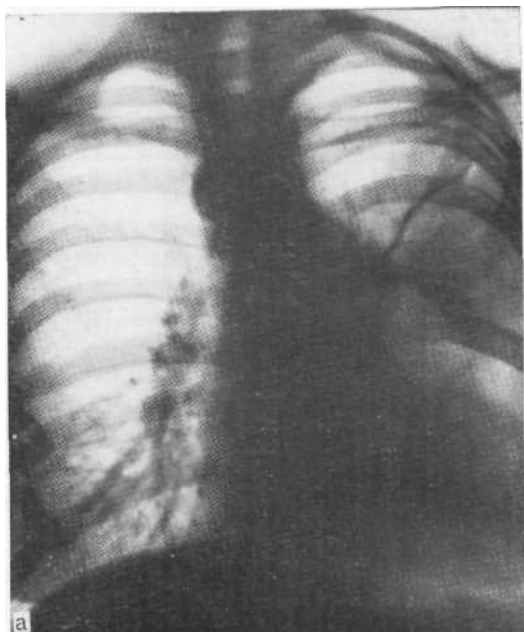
Обзорная рентгенограмма (а) и томограмма в боковой проекции (б). Округлое затемнение с резкими контурами, примыкающее к передней поверхности грудной стенки и образующее с ней тупые углы. Расплывчатые контуры и малая интенсивность затемнения в прямой проекции. Тень не смещается при дыхании. При трансторакальной пункции обнаружена нитка, при торакотомии — осумковавшаяся салфетка в плевральной полости.
